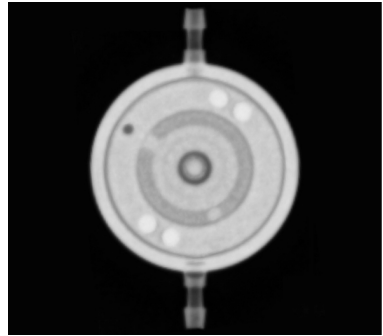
X-ray image for M.flow with flow-reduction level set to 4
